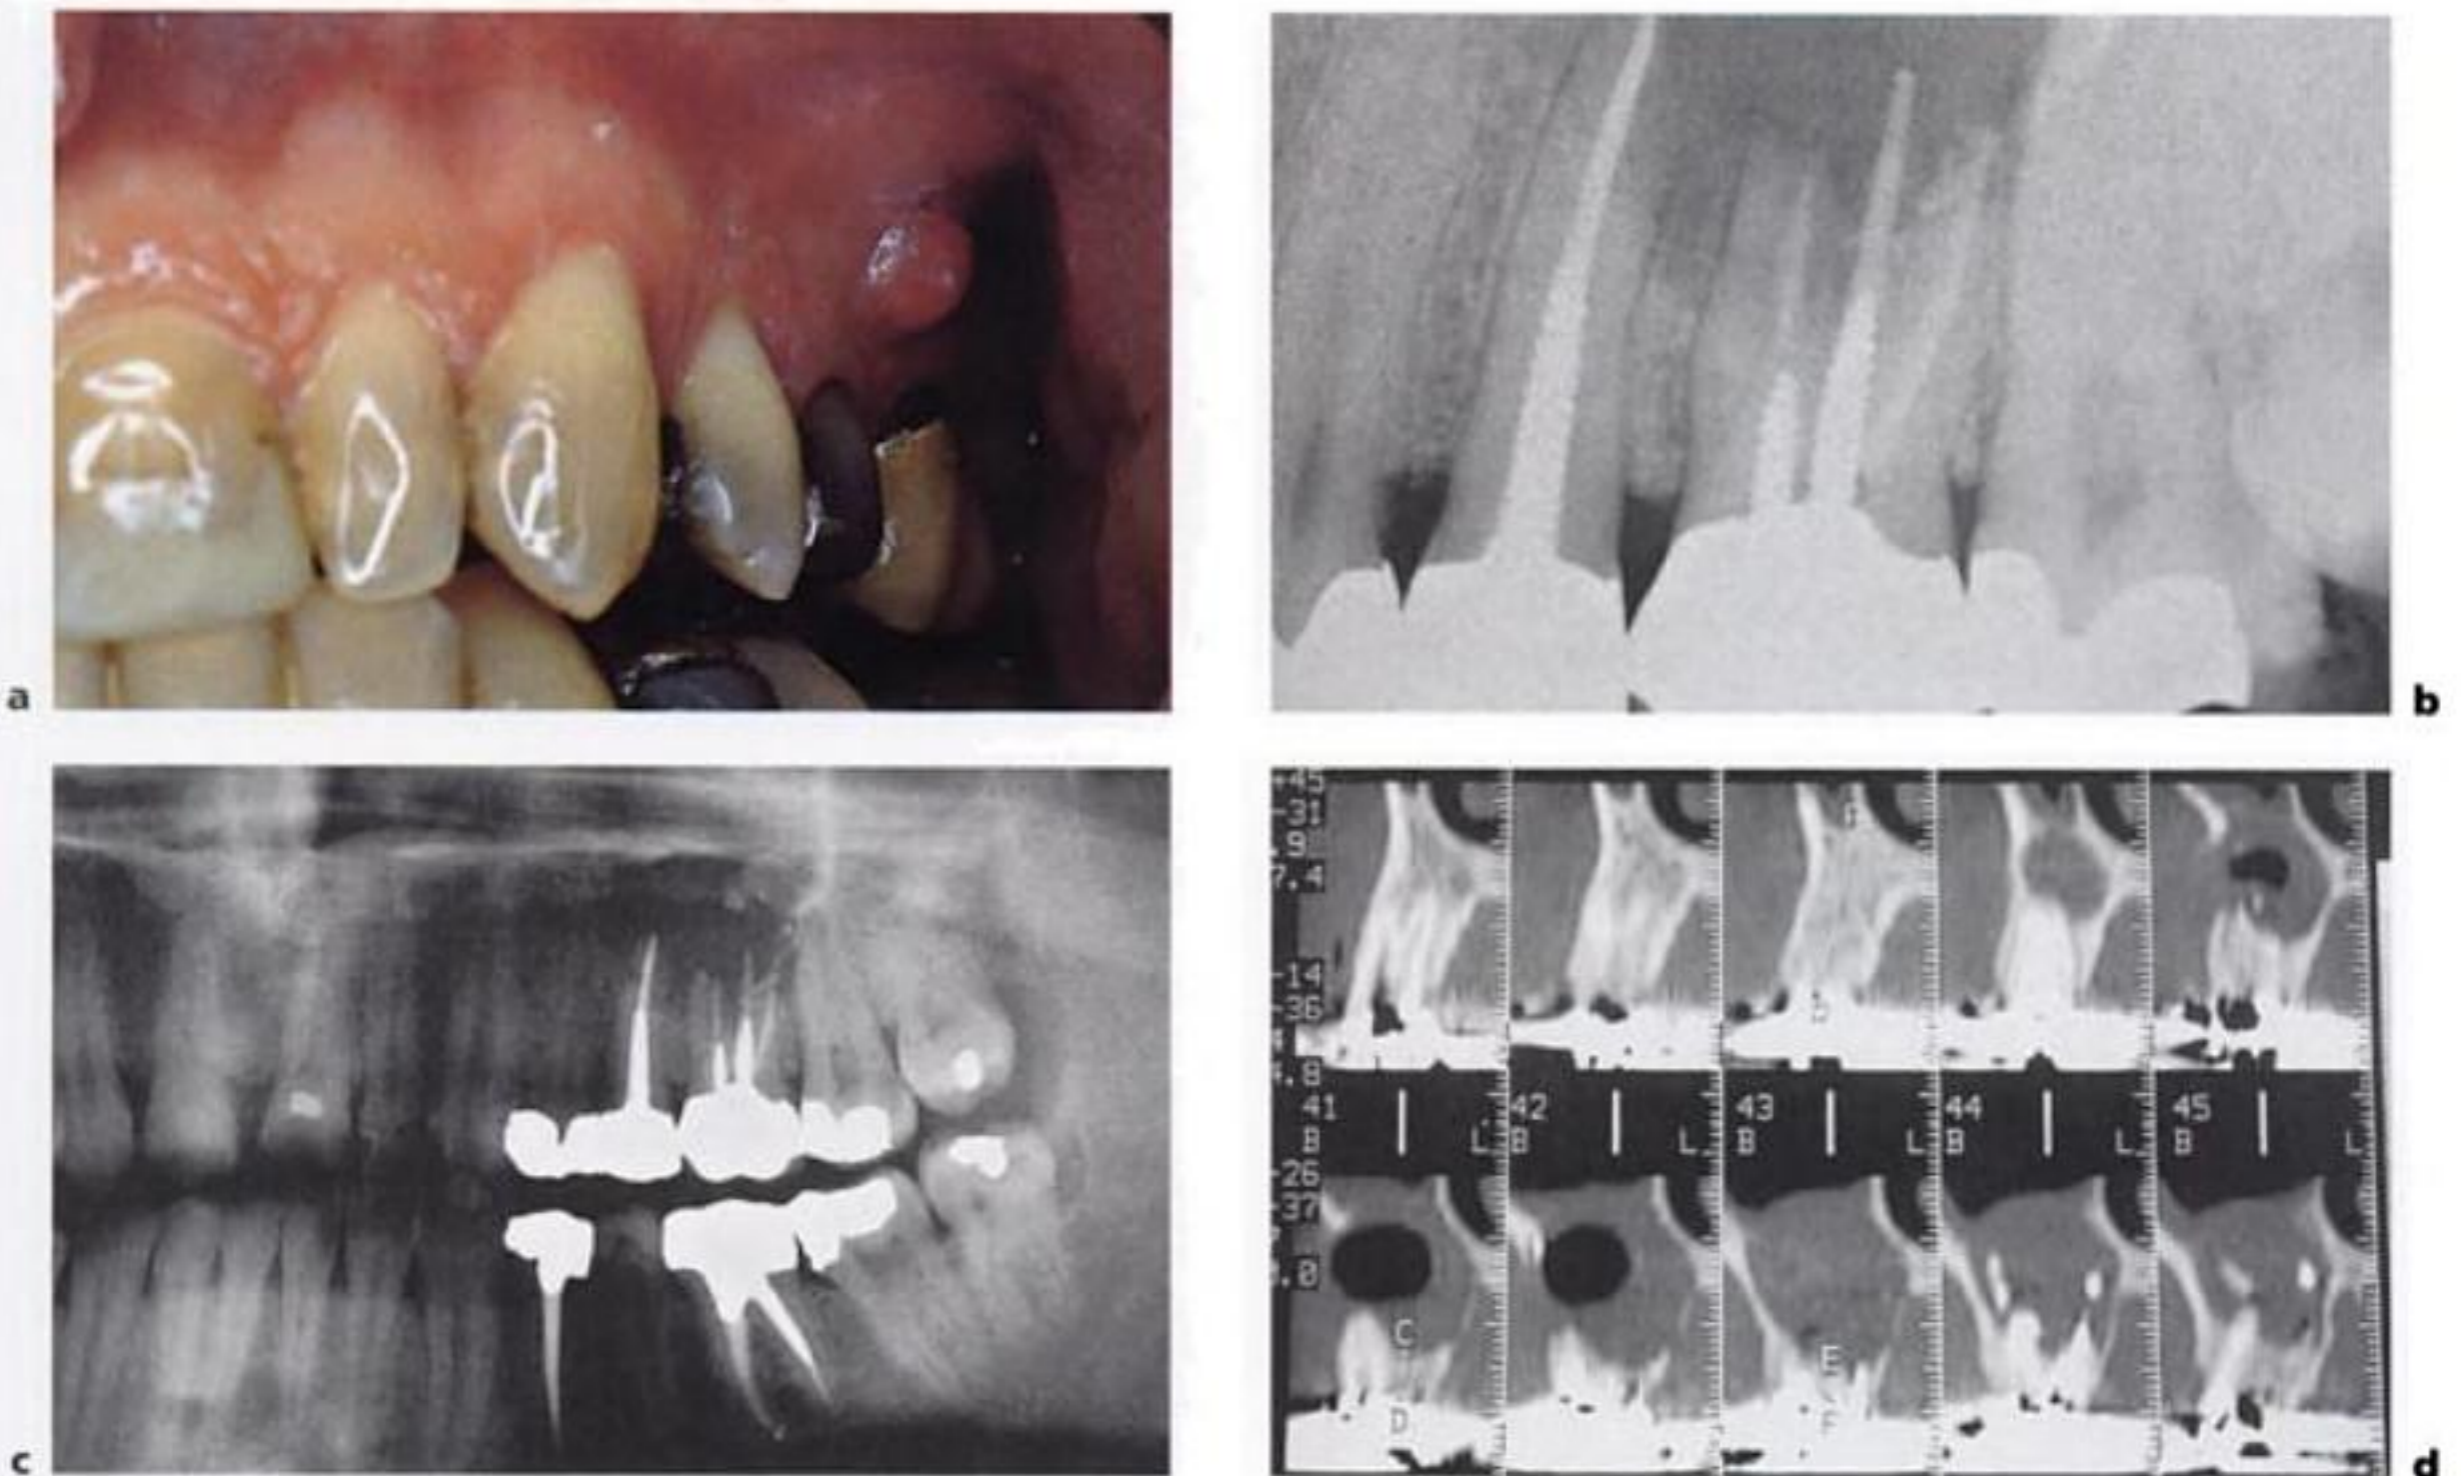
Quiste radicular del 26: a) fistulización de quiste radicular asociado al 26; b) radiografía intraoral que evidencia de forma incompleta el área de osteólisis; c) radiografía panorámica que muestra la extensión del quiste; d) la sección sagital de la tomografía computarizada evidencia la erosión vestibular y el desarrollo hacia el seno maxilar, que aparece opacificado en su porción basal.
